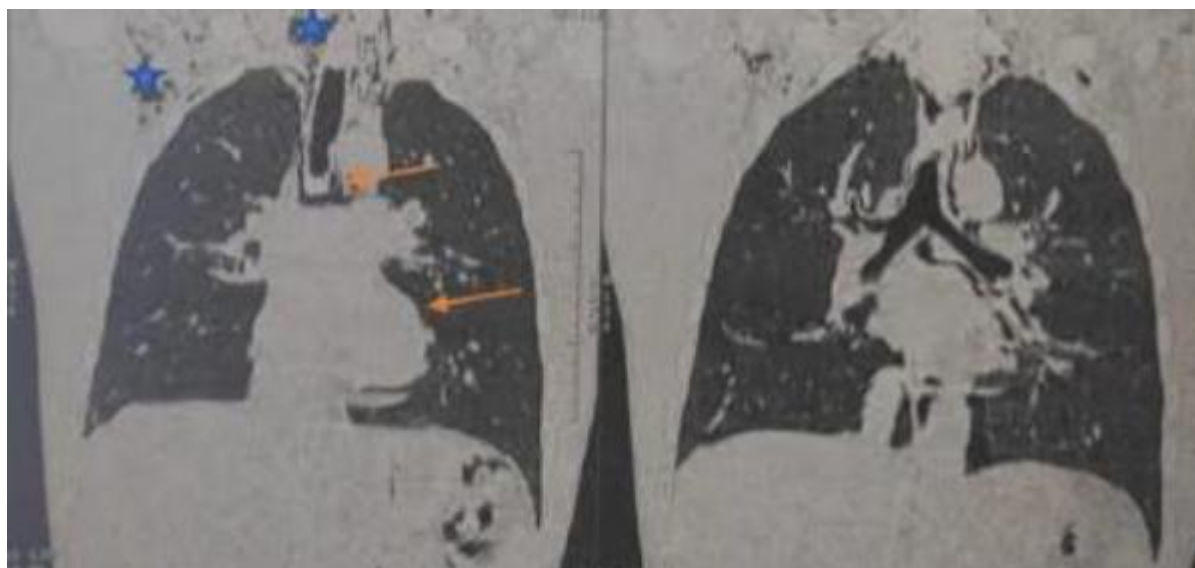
TDM thoracique en coupe coronale en fenêtre parenchymateuse objectivant un pneumomédiastin de moyenne abondance (→) avec emphysème des parties molles cervicales et axillaires droites (★). (Service de pneumologie, Hôpital 20 aout).
